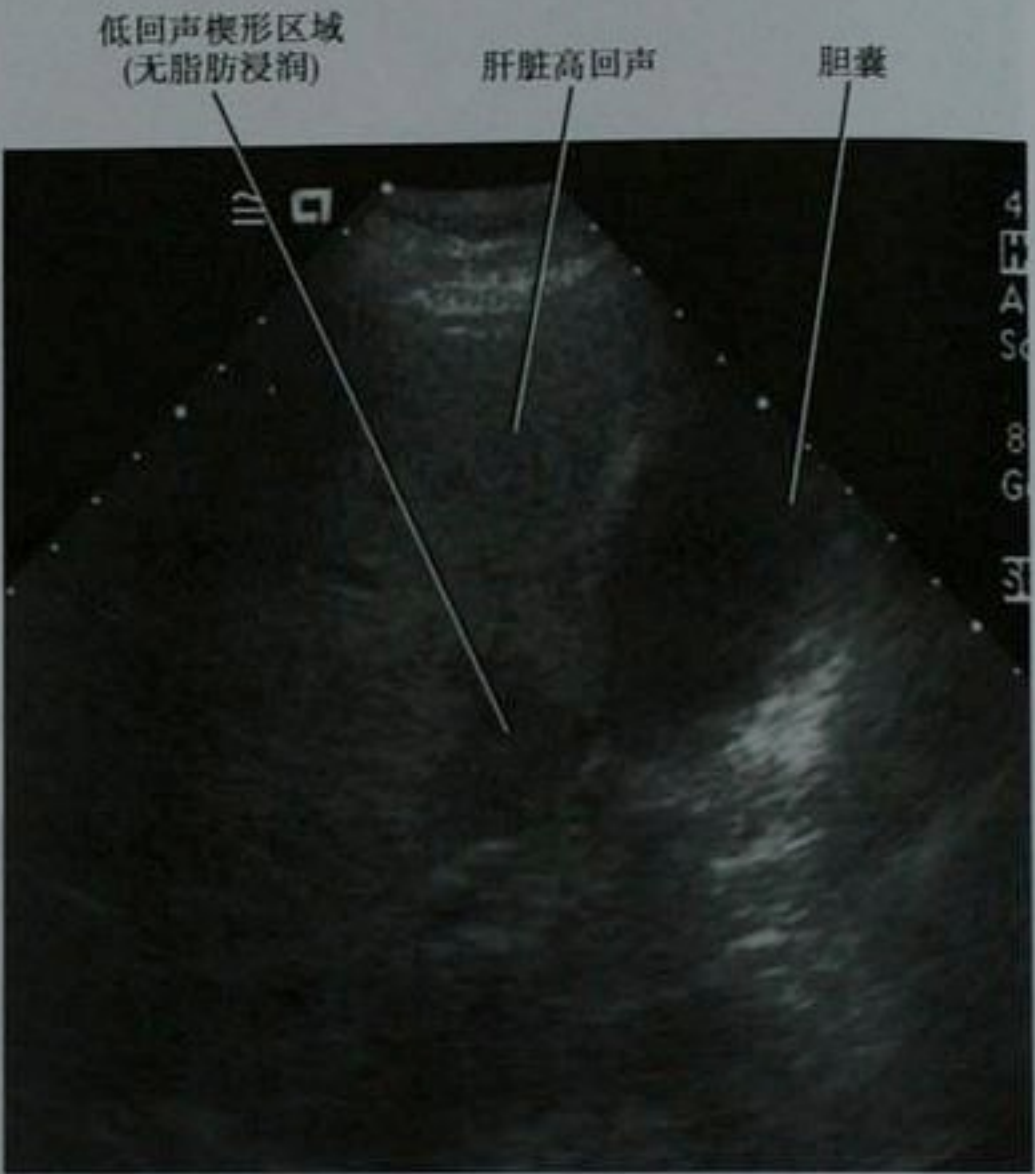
肝脏脂肪变性和胆囊旁局灶性无脂肪浸润患者的肝脏和胆囊超声图像(经 MRI 证实,此图未展示)
